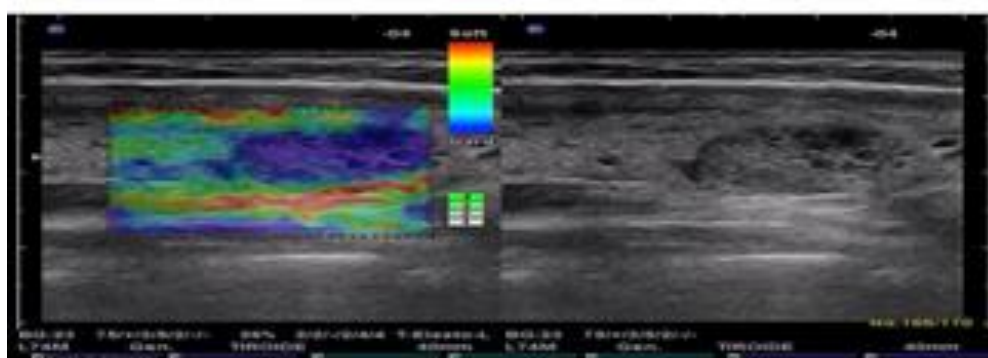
Nodulo TI-RADS 4a con elastosonografia positiva (aumento della % di attesa malignità)
